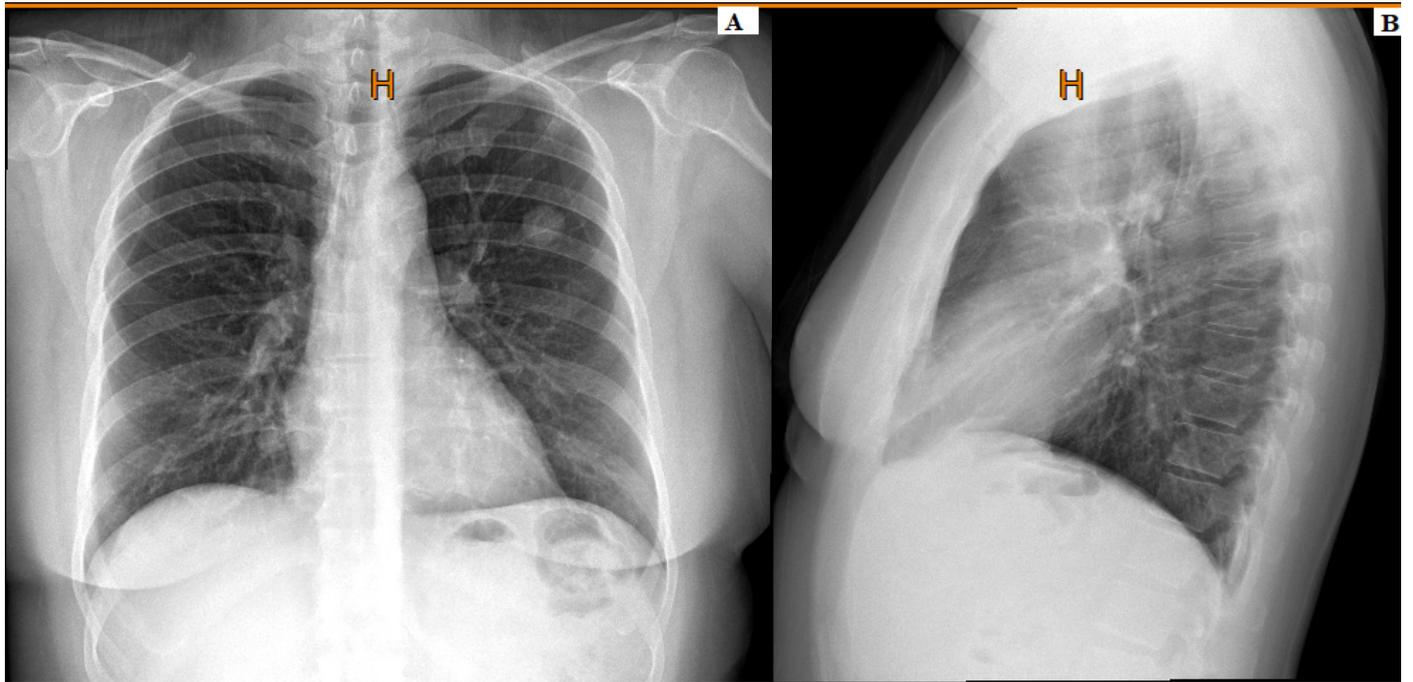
Radiografía de tórax, año 2019, nódulos pulmonares mayores de 1 centímetro en lóbulo medio y lóbulo superior izquierdo. A: proyección PA, B: proyección lateral.
